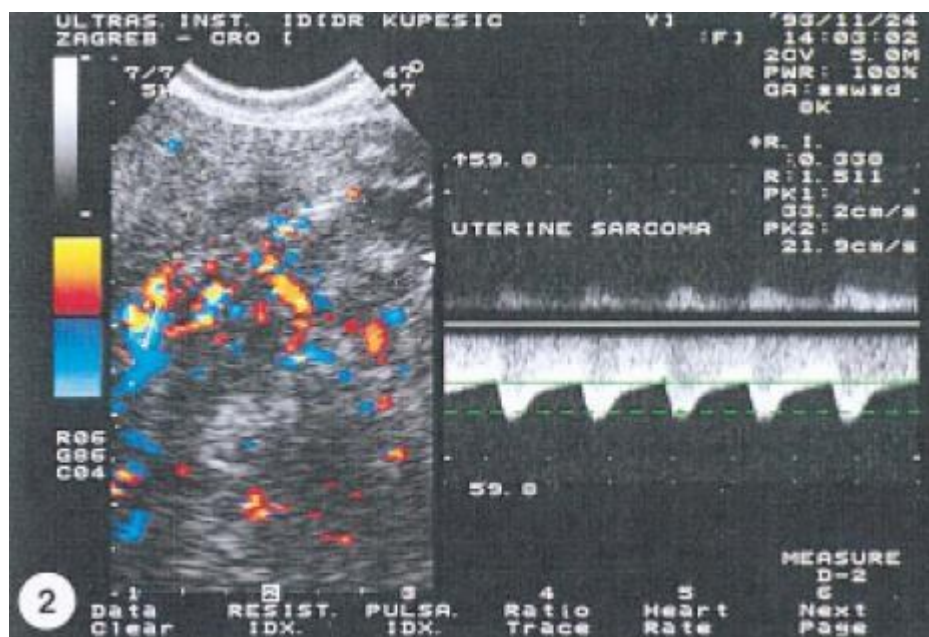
Chez la même patiente ,on note à gauche une homogénéité de la tumeur produite par la dégénérescence et l'hémorragie ainsi que la présence d'un réseau vasculaire irrégulier ; à droite le doppler pulsé met en évidence une diminution de l'index de résistance RI=0.33 [149]
